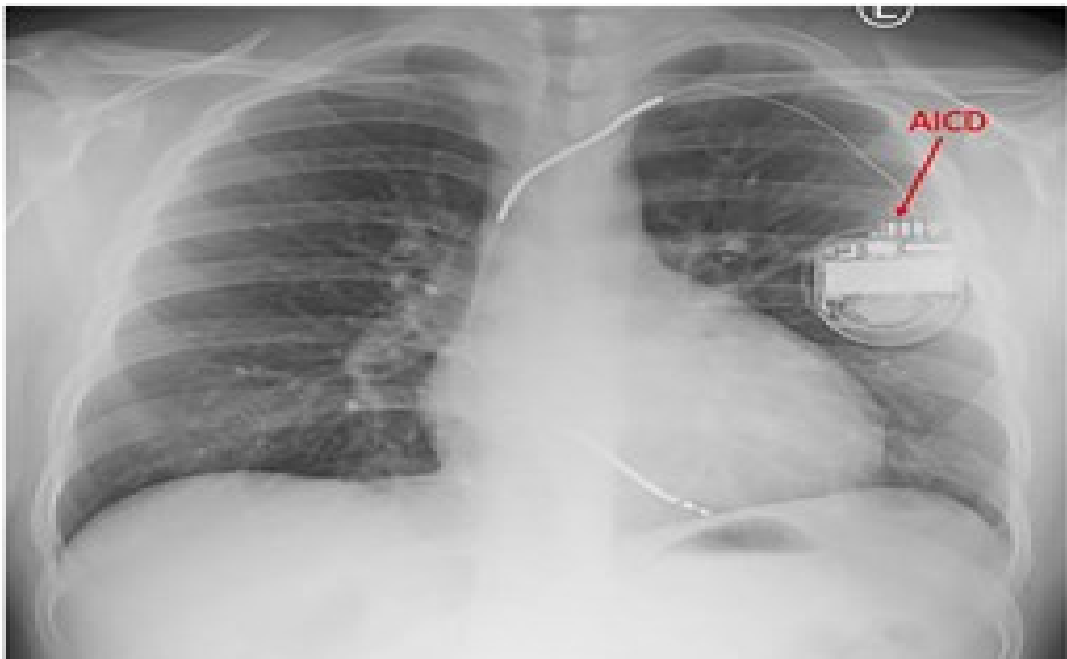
Radiografía de tórax que muestra la colocación de un desfibrilador automático implantable (AICD, por sus siglas en inglés) en un paciente con miocardiopatía hipertrófica después de un episodio de paro cardíaco súbito abortado.
